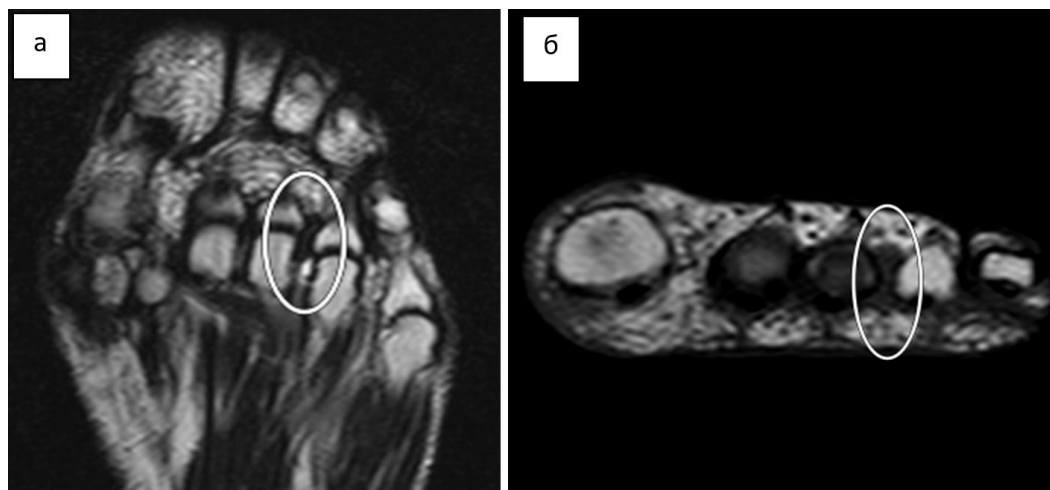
МРТ стопы: а – T2-ВИ акс., б – T2-ВИ кор.
